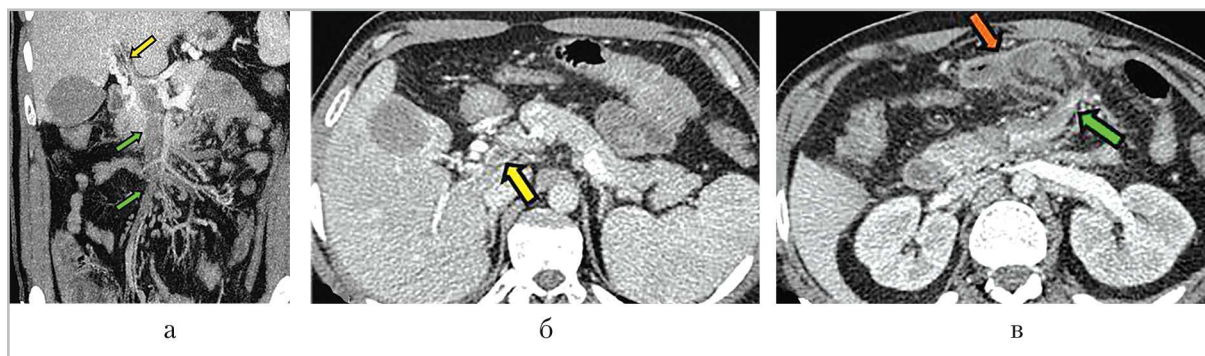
КТ-ангиография (венозная фаза). МПР в корональной плоскости (а) и аксиальные изображения (б, в): в просвете воротной вены (желтые стрелки), верхней брыжеечной вены и ее притоках (зеленые стрелки) визуализируются протяженные дефекты контрастирования; контуры вен нечеткие, прилежащая клетчатка уплотнена; измененная петля тощей кишки (красная стрелка)
